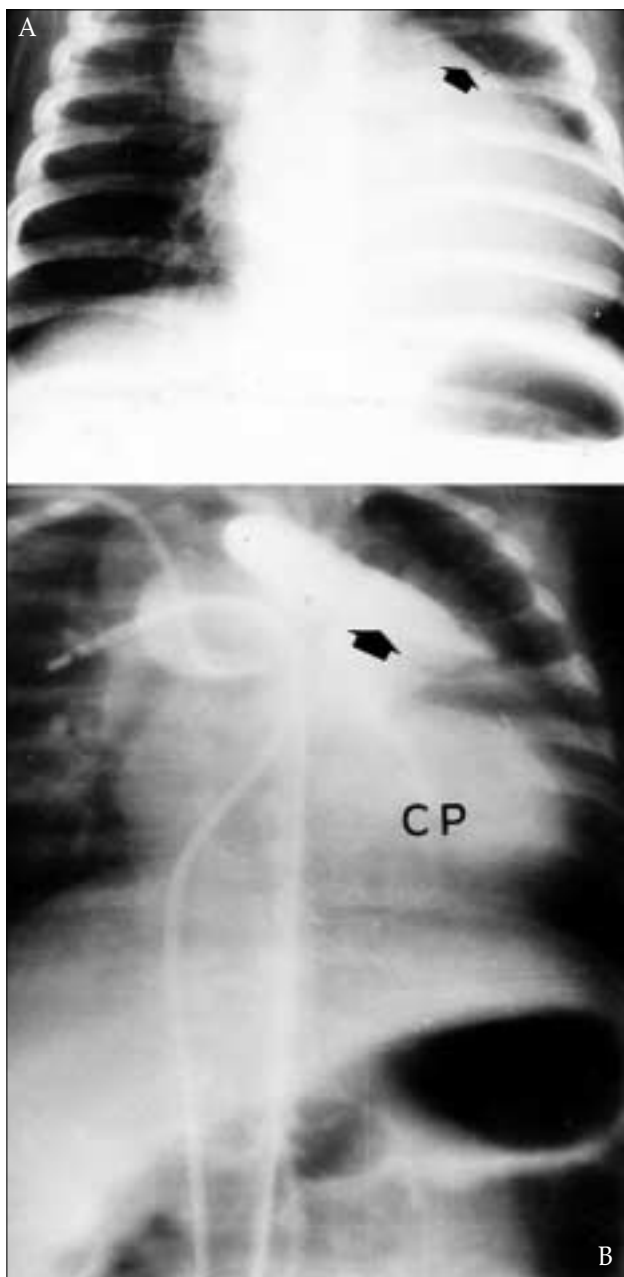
En A, radiografía de tórax de un caso de corazón univentricular tipo izquierdo con cámara accesoria superior e izquierda. La cámara accesoria (flecha), rectifica el borde superoizquierdo de la silueta cardíaca. En B, angiografía demostrando la posición superior, en este caso izquierda, del resto ventricular derecho (flecha), del que se origina la aorta. CP cavidad principal en una posición inferior.
